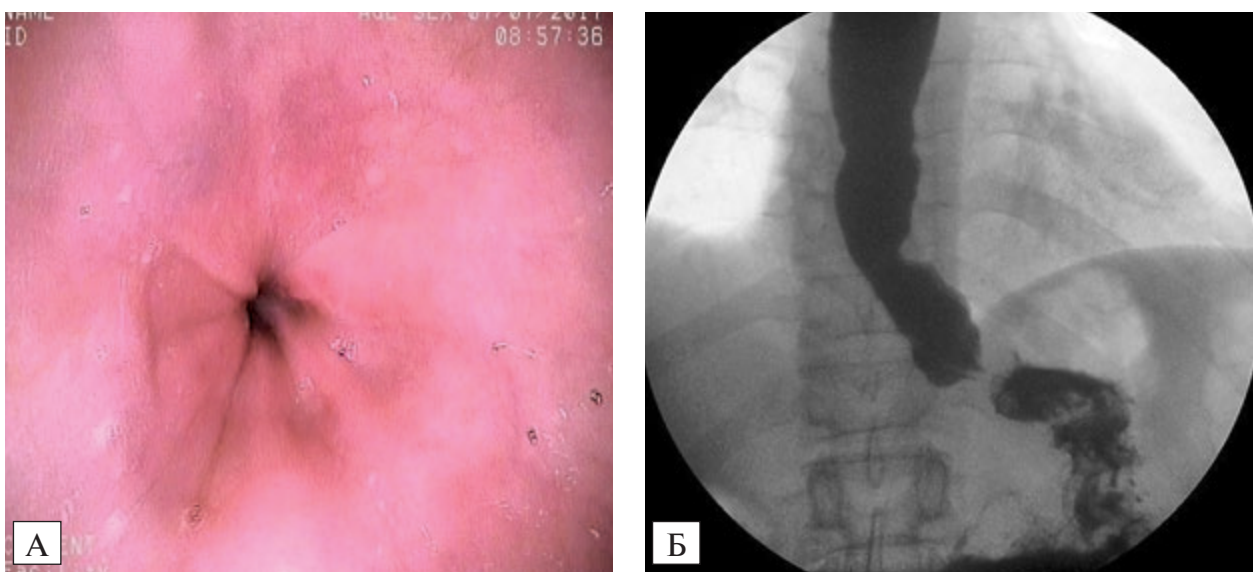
Ахалазия кардии 2-й стадии: А — эндоскопическая оценка слизистой оболочки пищевода; Б — рентгенографическая оценка пассажа контраста по пищеводу
